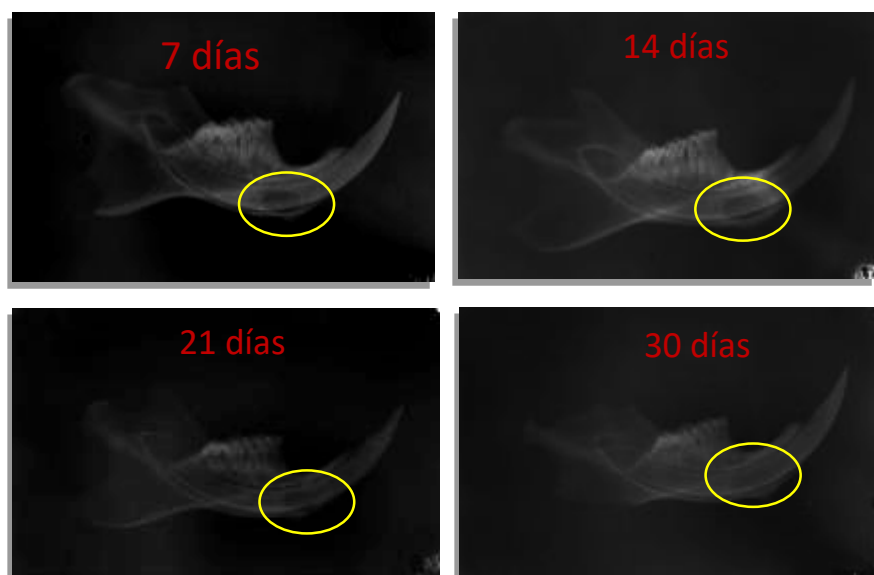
Fotografías representativas de las radiografías del grupo sham a los tiempos experimentales 7, 14, 21 y 30, donde podemos ver el área del defecto encerrada con un círculo amarillo.
